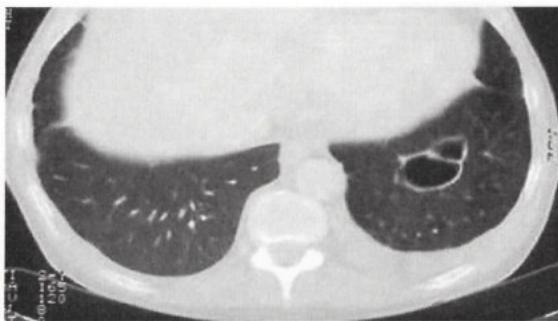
Нагноившаяся киста легкого.(компьютерная томография)
